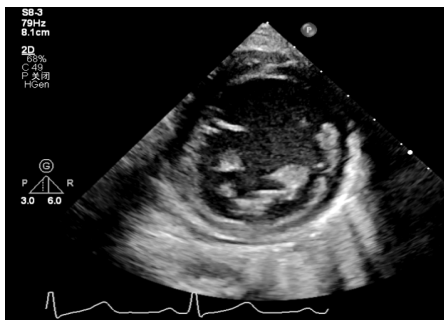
超声心动图示 EFE 患儿左室二尖瓣水平心内膜回声增厚、回声增强
